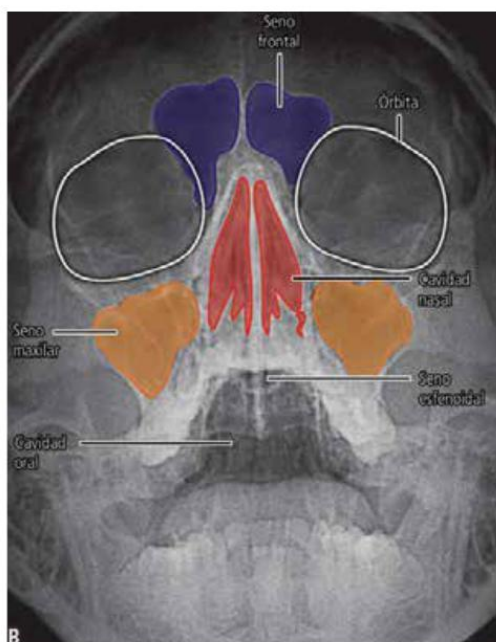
A. Mentonasoplaca. Radiografía del cráneo en proyección anteroposterior, con leve extensión de la cabeza para la evaluación de los senos paranasales. Se indica al paciente la apertura de la cavidad oral para visualizar los senos esfenoidales. B. Mentonasoplaca con coloreado de estructuras que se superponen.
